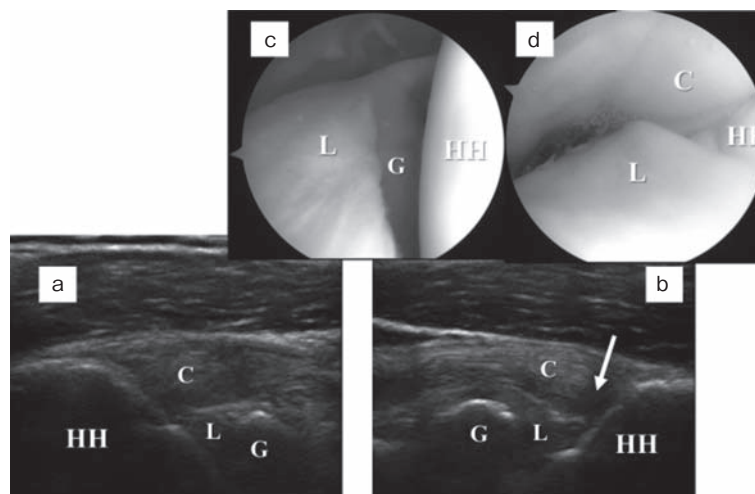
MRAでPSI(posterosuperior impingement)が確認された選手の超音波像と関節鏡視像
